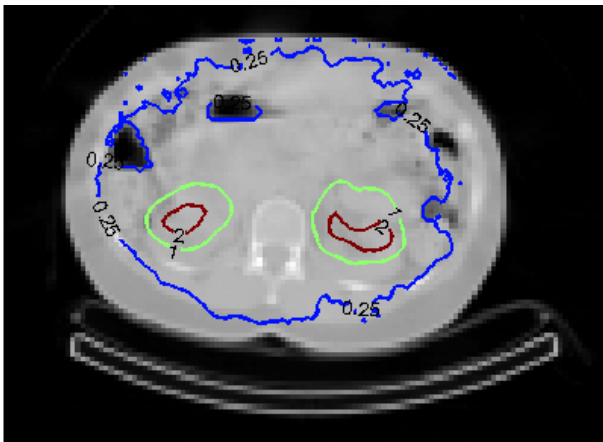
algunas de las curvas de isodosis calculadas para el caso del isótopo  $^{131}\text{I}$  distribuido espacialmente conforme la actividad observada en las imágenes de SPECT.
